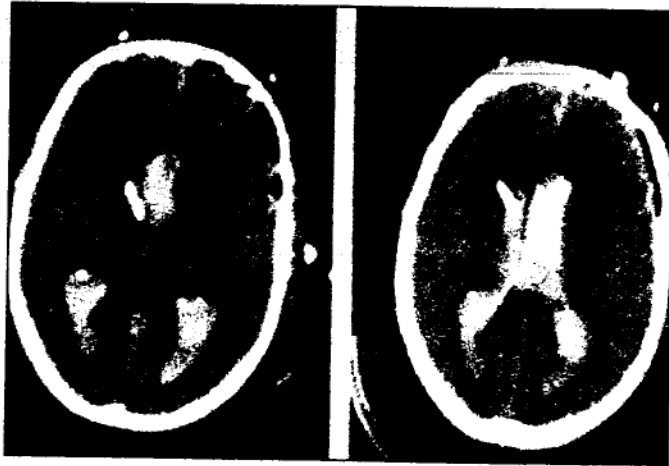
CT cerebral nativ:
